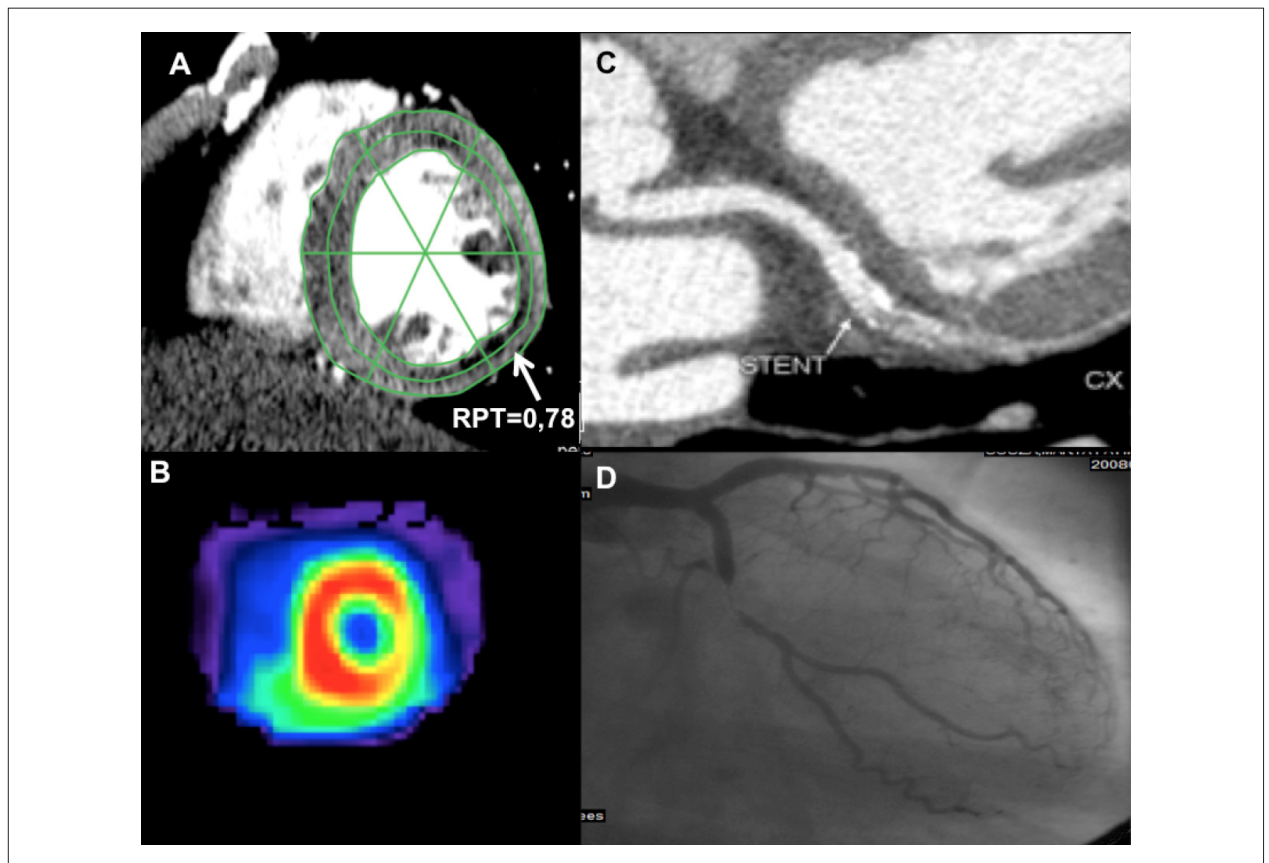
Correlação entre RPT pela TCMD (A), SPECT (B), ACTC (C), e CATE. (D), RPT = 0,78 (VR < 0,85) inferolateral medial e redução luminal coronariana significativa na artéria circunflexa (> 70%).
